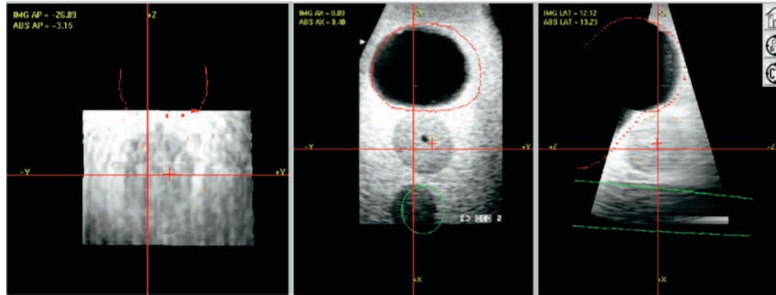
Imagiologia por ultrassom com rastreo ótico. Imagiologia ultrassônica dos planos yz (imagem à esquerda), xy (imagem ao centro), xz (imagem à direita) da região abdominal. A posição da sonda de ultrassons é determinada através de um sistema de rastreo ótico [70].
